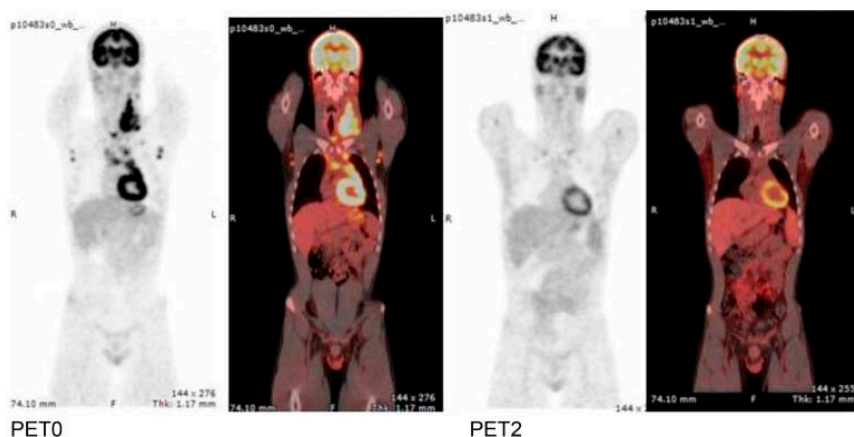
Tomographie par émission de positons au 18-FDG dans une maladie de Hodgkin avant (PET0) et après traitement (PET2) [91]
